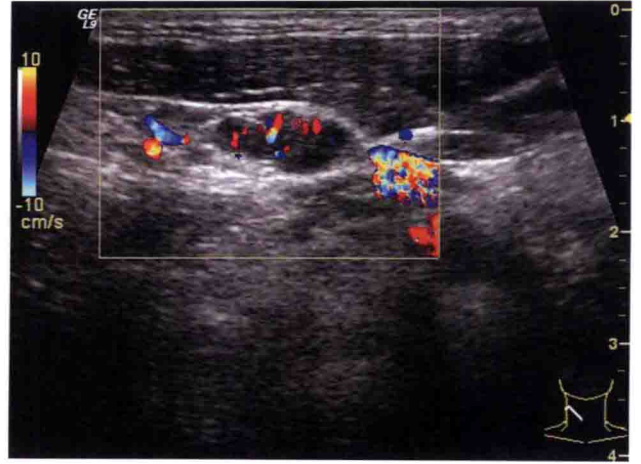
右颈部斜切面。右侧颈部可见数个轻度肿大淋巴结,最大者 1.2cm×0.6cm,均呈低回声,淋巴结内可见少量微钙化;Doppler 显示淋巴结内血流丰富
